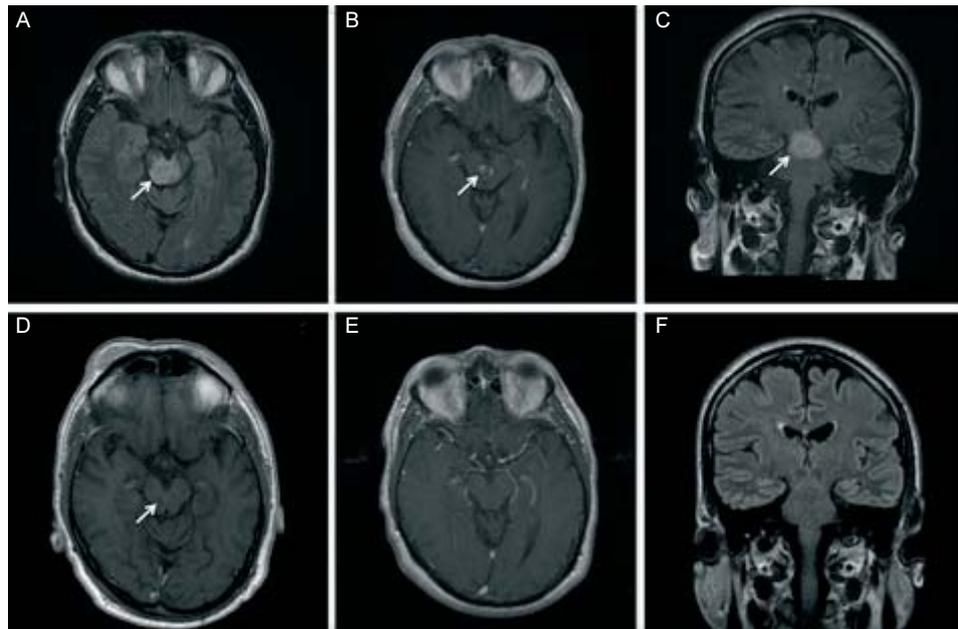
Axial and coronal brain MRI (A-C) shows right midbrain enhanced (B) cystic lesion below the level of the red nucleus, extended to midbrain-pons junction. After 5 months, MRI only showed a small nuanced midbrain flair-hyperintensity (D-F) without enhancement (E).
